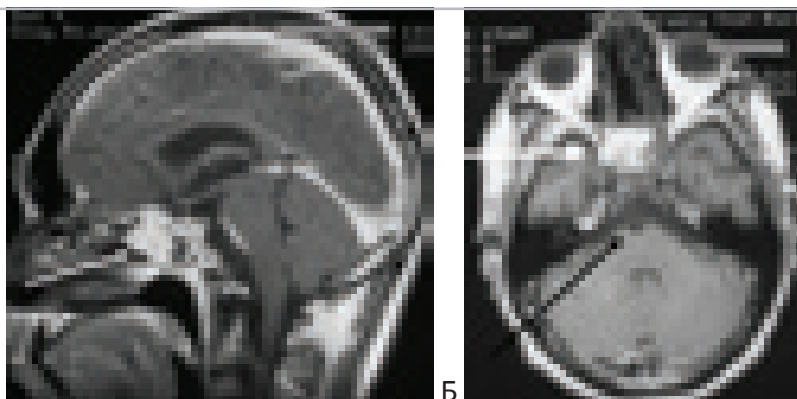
Контрольные МРТ-изображения через 2 месяца после операции. Больной З., 30 лет. “А” – МРТ с контрастом в сагиттальной проекции. Радикальное удаление опухоли. В основной пазухе яркий сигнал – фрагмент жировой ткани (светлая стрелка). “Б” – МРТ в аксиальной проекции. Фрагмент жировой ткани обозначен светлой стрелкой. Устранена компрессия опухолью основной артерии и вентральной поверхности моста (тёмная стрелка).
